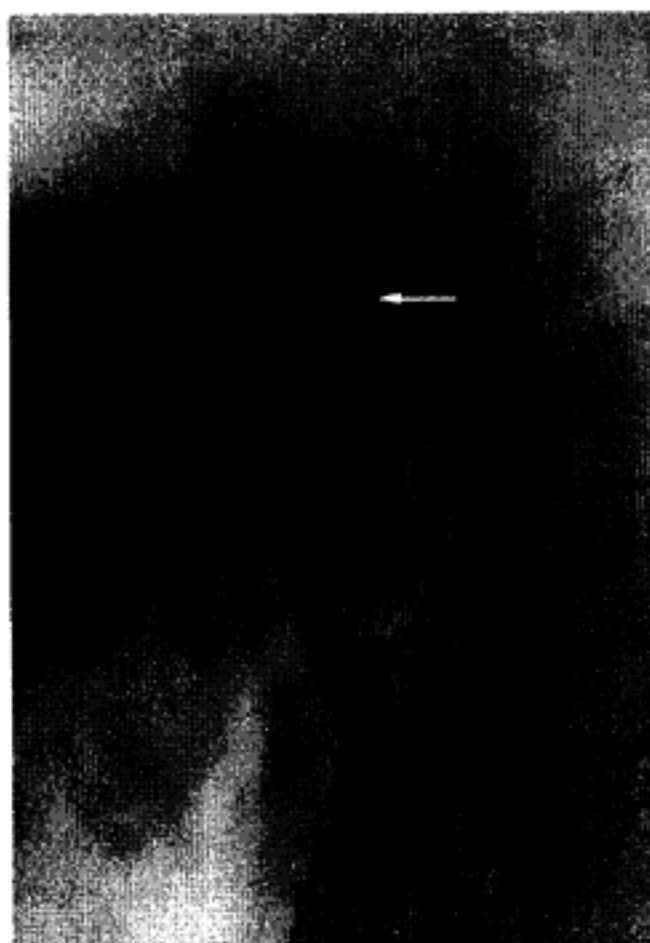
Доброякісна пухлина грудного відділу трахеї з ендотрахеальним ростом. Томограма.
